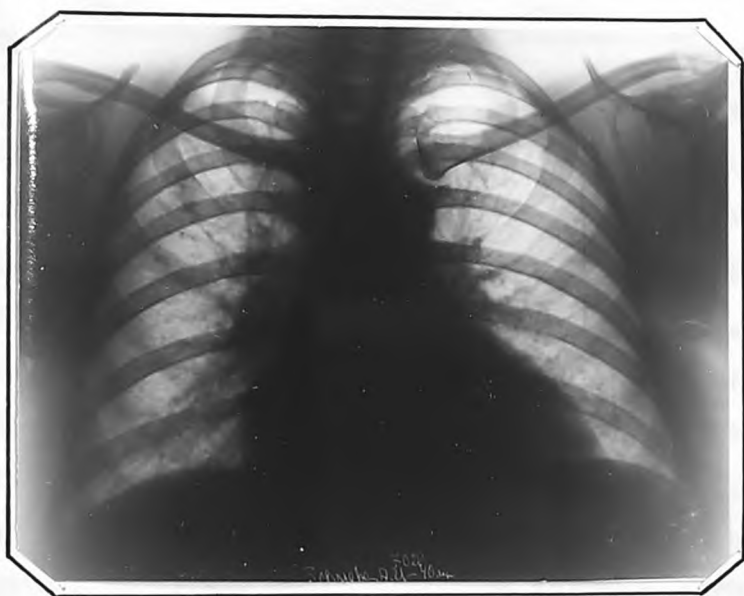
Рентгенограмма т.г. от 19.1V.1961 г.
